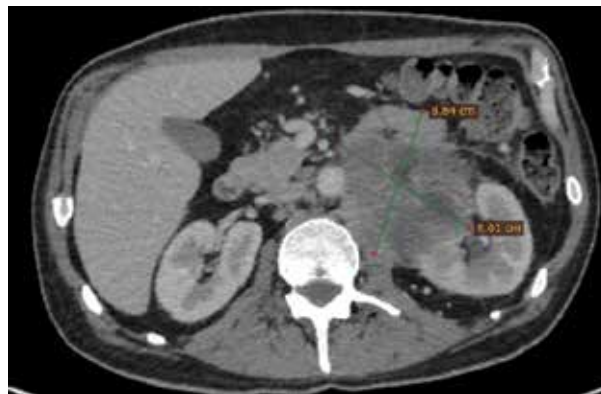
КТ-исследование после первой линии химиотерапии
